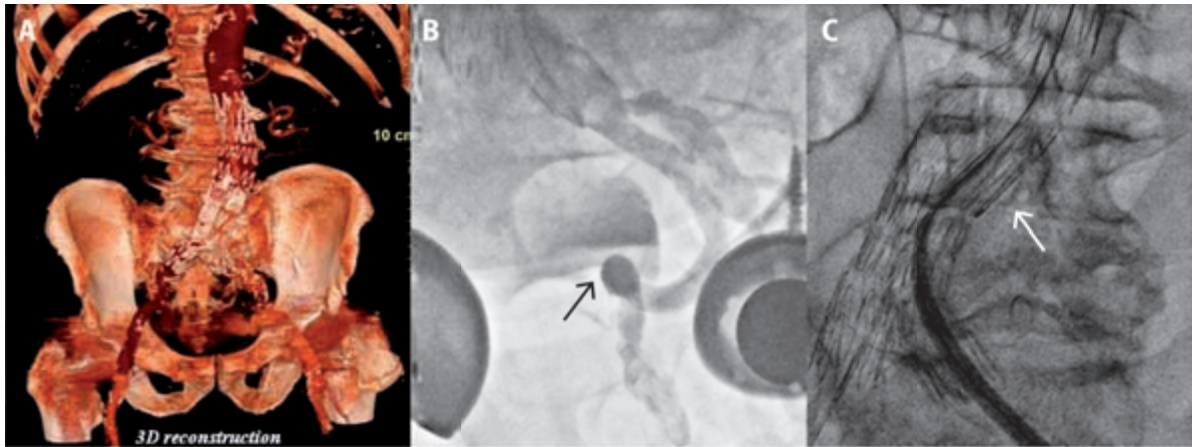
Railing tract technique. A. CT Scan showing aortic-bi-iliac endoprosthesis and severe tortuosity of the ilio-femoral axes. B. Angiography showing severely tortuous left ilio-femoral axis (arrow). C. Insertion of introducer over the extrastiffs guidewires, one from right brachial artery up to left common femoral artery, and one from the SFA (arrow).
